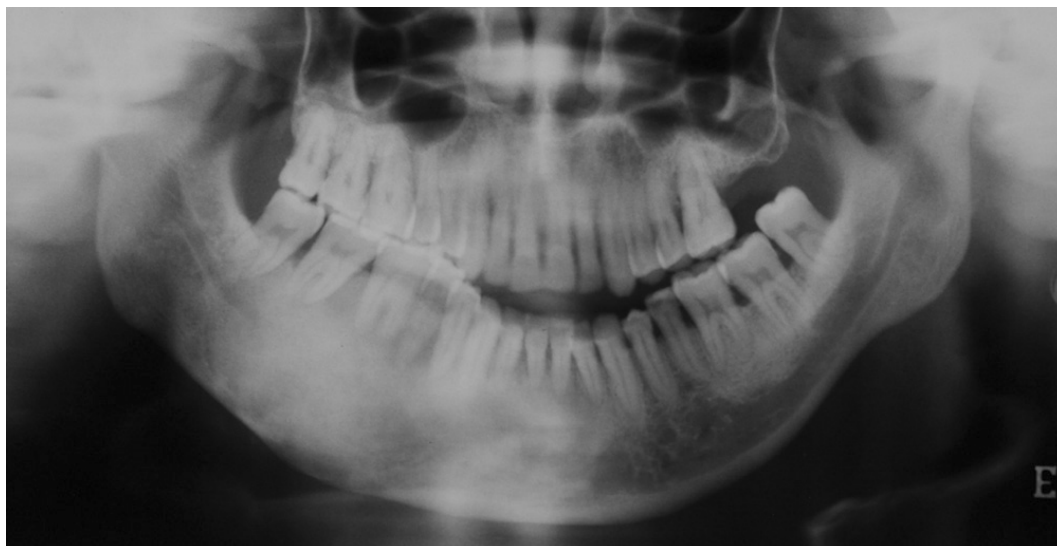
Displasia fibrosa. Na radiografia panorâmica observa-se lesão radiopaca de limites mal definidos com aspecto de “vidro despolido” localizado em mandíbula à direita.
